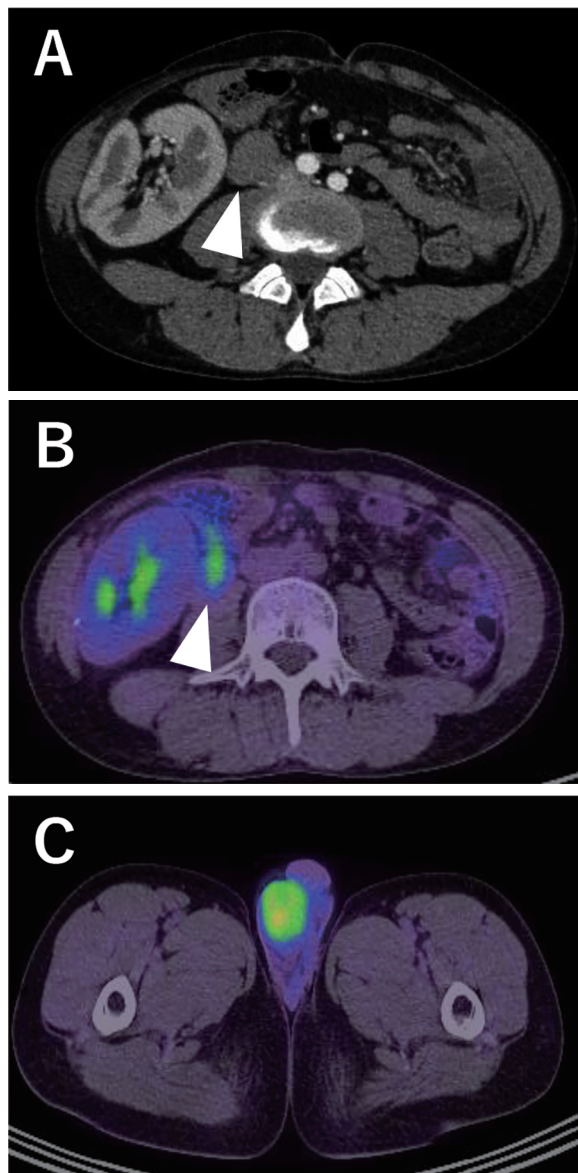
CT and PET-CT at the time of diagnosis. A: CT showed a mass 3 cm in diameter (arrow) located in front of the inferior vena cava. B, C: PET-CT revealed high FDG uptake in the lymph node (arrow) in front of the inferior vena cava and right testis.
